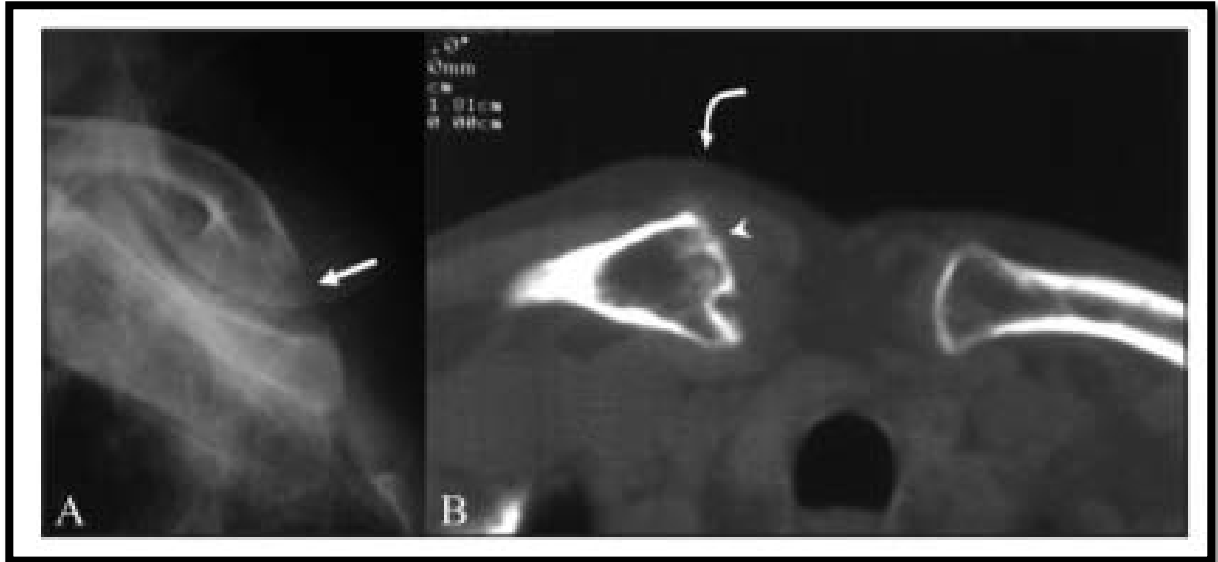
(A, B): Tuberculose sterno-claviculaire – patient 4. La radiographie oblique de l'articulation sternoclaviculaire (A) montre une lésion ostéolytique (flèche) sur la face articulaire médiale de la clavicule droite. La tomodensitométrie de l'articulation sternoclaviculaire (B) montre de multiples érosions et une expansion de l'extrémité médiale de la clavicule droite (tête de flèche). Un épaissement des tissus mous adjacents est observé (flèche courbe)
